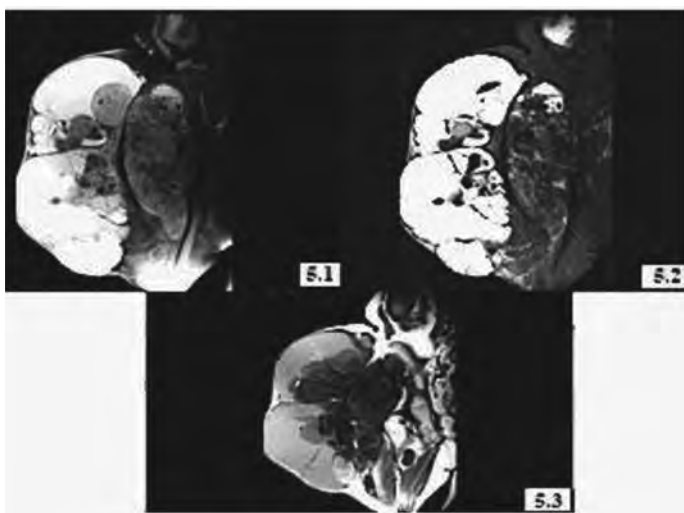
Resonancia magnética nuclear de cadera
